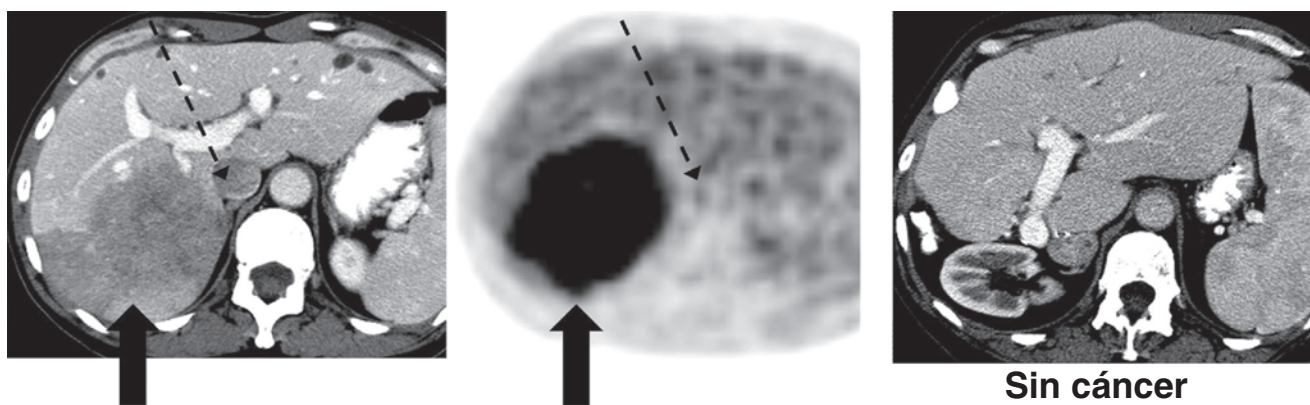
Tomografía computarizada (CT) y tomografía por emisión de positrones (PET) antes y después de la resección de metástasis hepáticas por cáncer colorrectal en un paciente de 54 años de edad. La CT muestra una gran metástasis hepática en el lóbulo derecho del hígado (*imagen izquierda*) y la PET muestra resultados fuertemente positivos (*imagen de enmedio*). Dos años después de la hepatectomía derecha, el paciente no tiene manifestaciones de recurrencia y se observa hipertrofia significativa del lóbulo izquierdo del hígado (*imagen de la derecha*).
